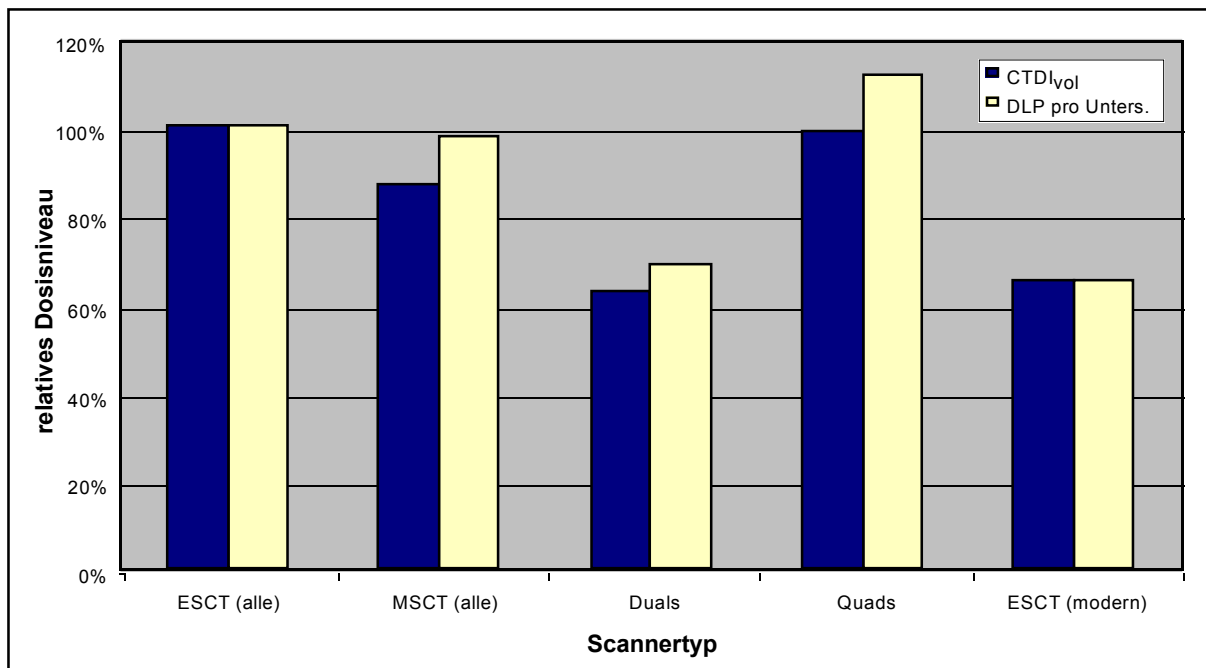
Vergleich des mittleren Dosisniveaus von MSCT- und ESCT-Geräten anhand der lokalen Dosis ( $CTDI_{vol}$ ) und der integralen Strahlenexposition ( $DLP_w$ ). Ein relatives Dosisniveau von 100% entspricht dem Mittelwert der '99er CT-Umfrage über sämtliche Standard-CT-Untersuchungen.
